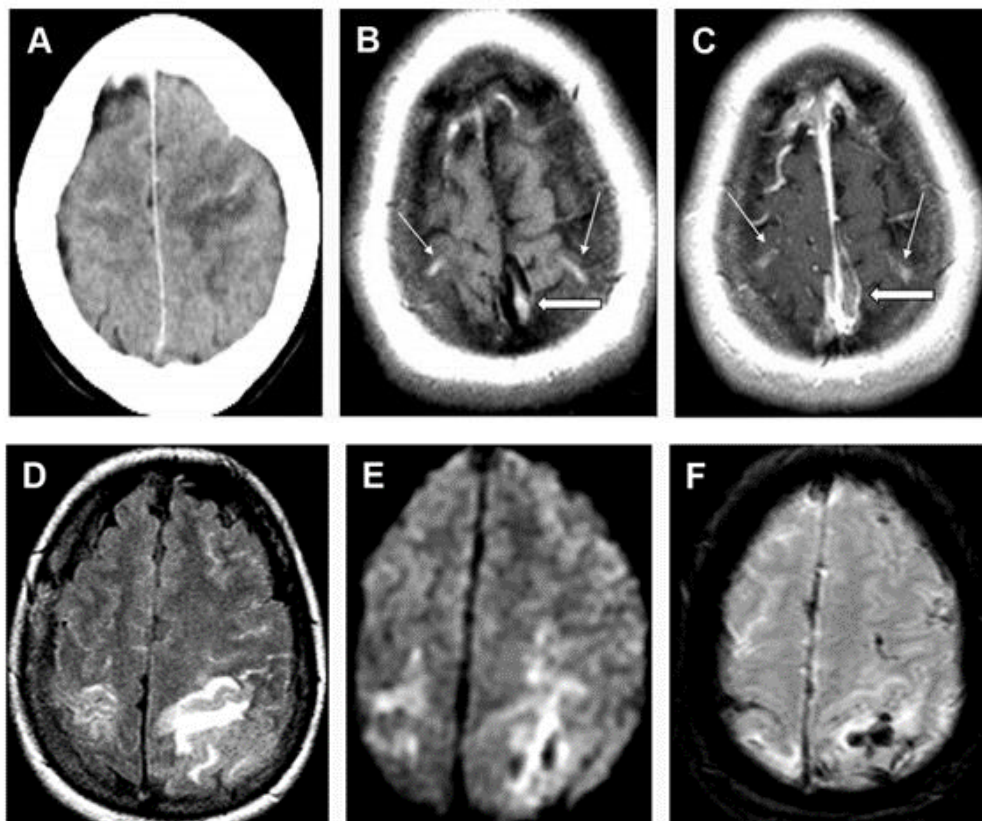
Uma adolescente de 20 anos, 10 dias após o parto, apresentando cefaléia. Mostra TC (A) e RM hemorrágico (SWI (F)) infartos venosos maiores à esquerda do que direito (FLAIR (D), DWI (F)) devido a veias corticais (setas pequenas [B, C]) e trombose do seio superior (seta grande [B, C]) mostrando sinal T1 curto nas imagens sem contraste (B) e defeito de preenchimento nas imagens pós-contraste (C). (Fonte: Sternick S e Hsu L, 2019)
